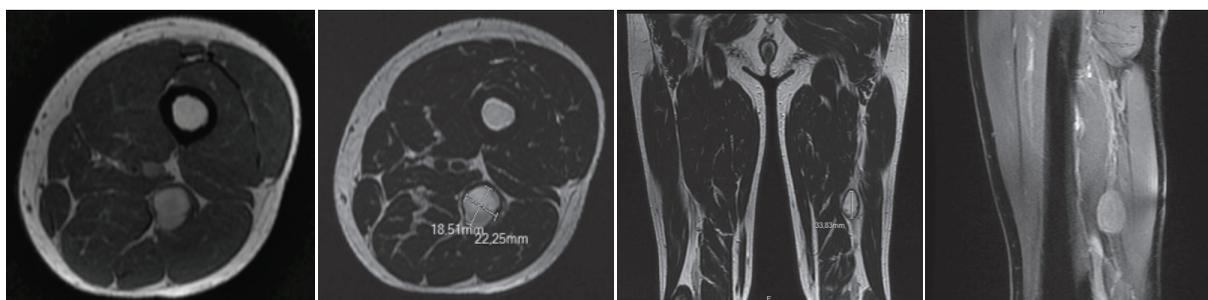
Ressonância magnética da coxa.
